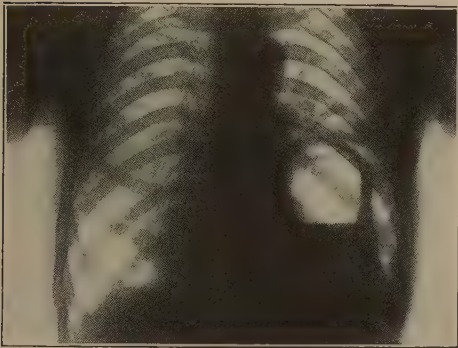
Röntgenbild einer traumatischen Zwerchfellhernie.
